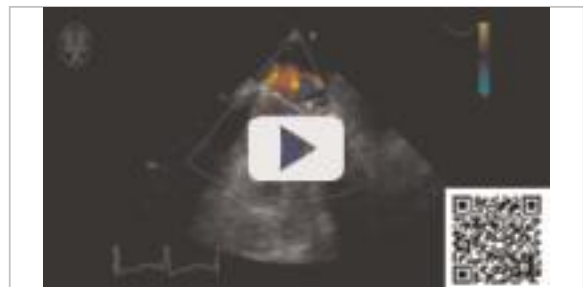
„Washing jets“. TEE mit Farbdopplerdarstellung der „washing jets“ nach Implantation einer ATS-29-mm-Prothese in Mitralklappenposition.
